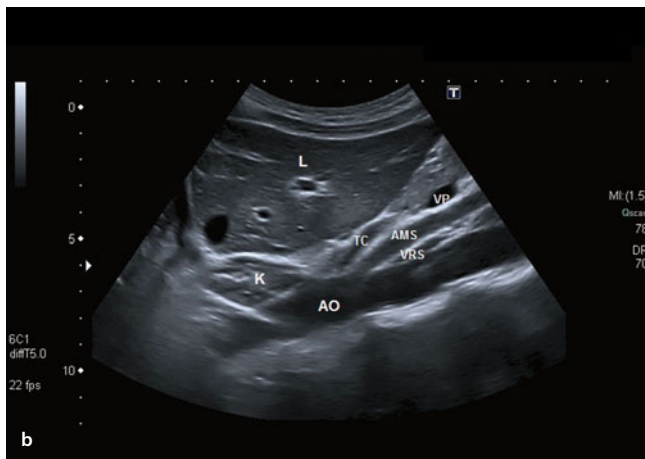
b a) Oberbauchlängsschnitt; b) L: Leber; AO: Aorta; K: Kardia; TC: Truncus coeliacus; AMS: A. mesenterica superior; VRS: V. renalis sinistra; VP: V. portae
